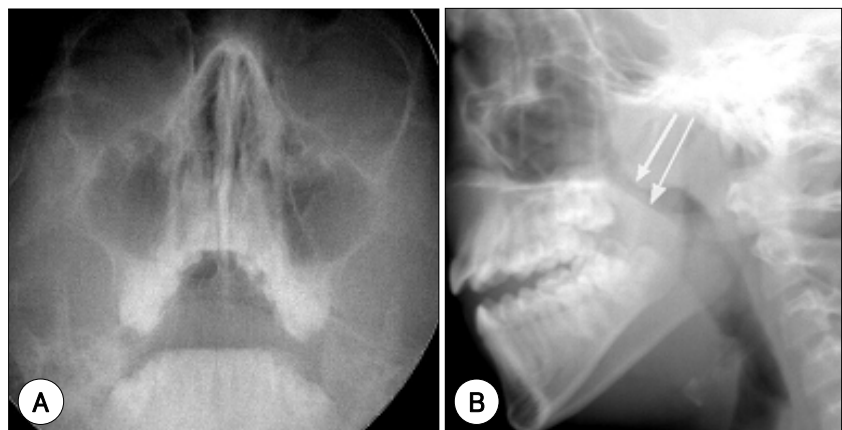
Initial paranasal sinus X-ray before adenotonsillectomy (2006.1) shows normal maxillary sinuses (A) and enlarged adenoid (short arrow) and narrowed nasopharynx (long arrow) (B).
